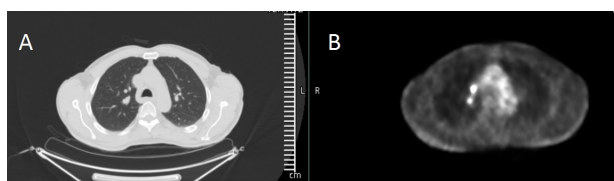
A) corte transversal de TC de tórax donde se revela la presencia de nódulos peribroncovasculares en el lóbulo superior derecho. B) captación patológica de dichos nódulos descritos en la TC de tórax (SUV máximo de 6.46 y 5.27, respectivamente).
